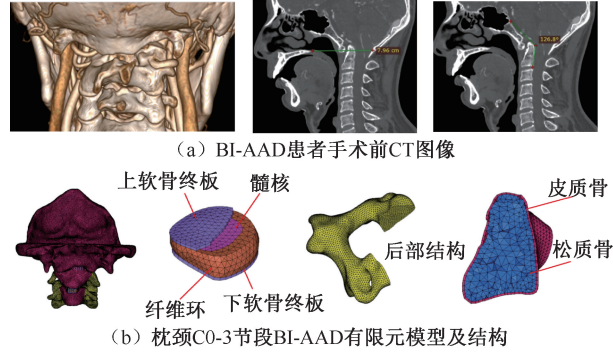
BI-AAD 患者 CT 图像及有限元模型
